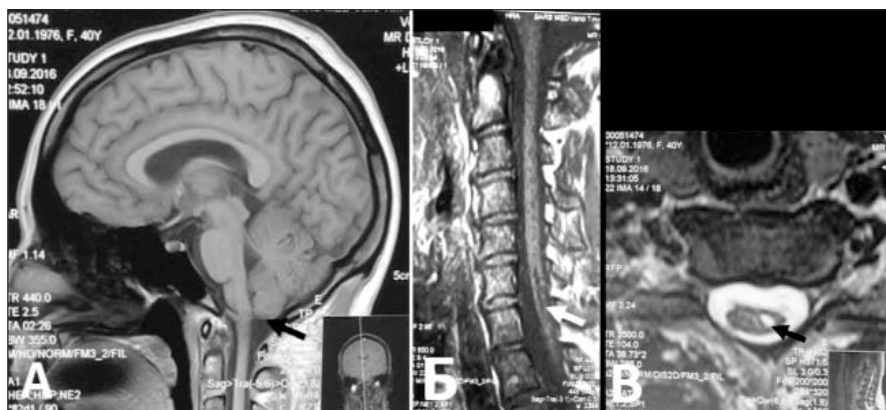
МРТ больной К., 40 лет: а — на T1-взвешенных изображениях на сагиттальном срезе головного мозга видно физиологическое положение мозжечка (стрелка); на сагиттальном срезе шейного отдела позвоночника — узкая сирингомиелическая полость (стрелка); в — на T2-взвешенных изображениях на аксиальном срезе спинного мозга на уровне шейного отдела визуализируется эксцентрично расположенная полость неправильной формы (стрелка)
